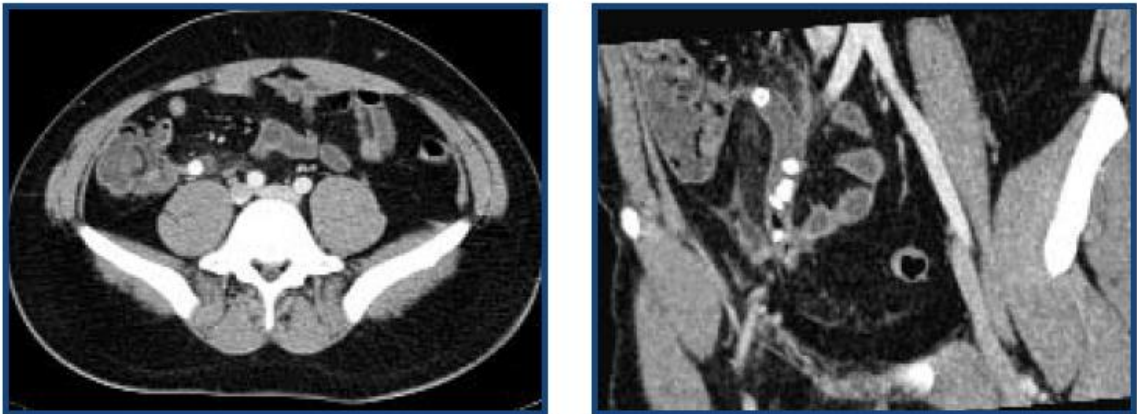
a y b: Apendicitis. Corte axial y reconstrucción coronal oblicua de TC, con apéndice inflamado mayor de 10mm que sale del ciego; aumento de densidad de la grasa periapendicular y apendicolitos - Peña I y cols, Apendicitis Aguda, diagnóstico por imagen, Hospital Universitario La Princesa. Madrid, Septiembre 2008
